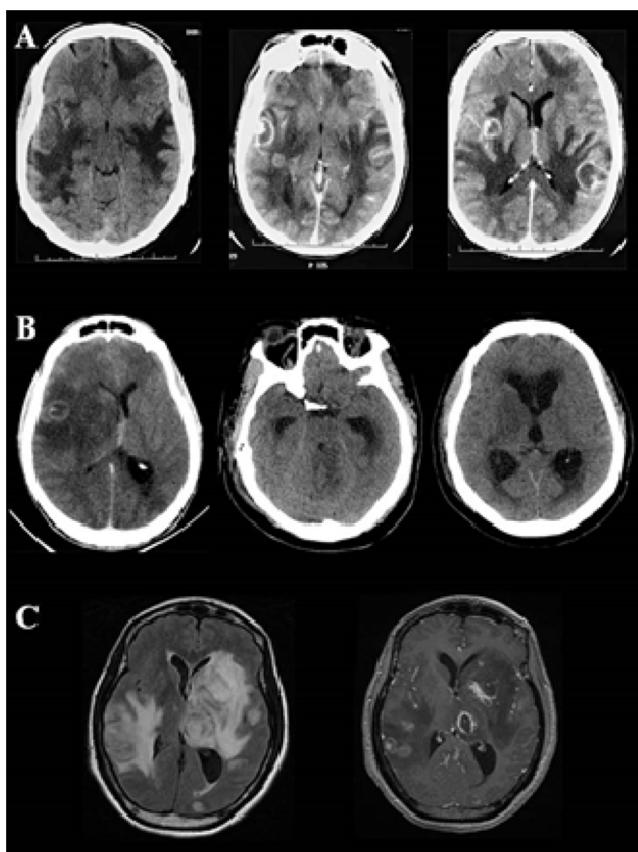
A/ À gauche, un scanner cérébral sans injection retrouvant des lésions hypodenses bilatérales. Après injection de produit de contraste (milieu et droite), réhaussement de lésions arrondies avec aspect en « cible excentrée » ; B/ À gauche, scanner retrouvant une lésion hémisphérique droite responsable d'un engagement sous-falcoriel. Au milieu et à droite, lésion cérébelleuse responsable d'une compression de l'aqueduc de sylvius et d'une dilatation des ventricules en sustentoriel ; C/ À gauche, IRM en séquence T2-FLAIR mettant en évidence des lésions hémisphériques bilatérales responsables d'un discret effet de masse sur les ventricules latéraux. À droite, IRM en séquence T1 avec injection de gadolinium. Réhaussement annulaire des kystes de toxoplasmose au sein de l'œdème périlésionnel
